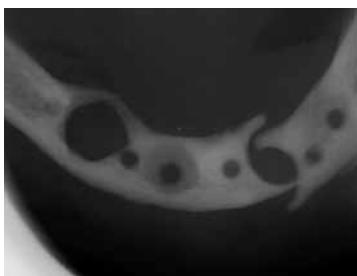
Axial radiograph of the mandible one week after removal of the transmandibular implant showing a fracture.
